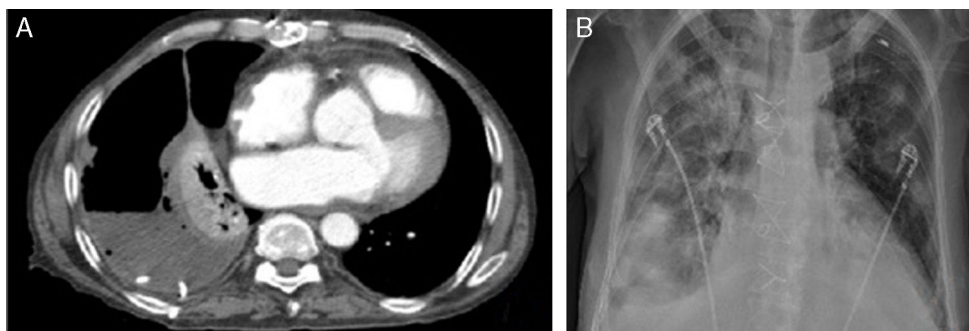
tomografía computarizada del paciente 1, con drenaje endotorácico correctamente posicionado. B: radiografía simple de tórax del paciente 2 antes de la colocación de drenaje endotorácico.
